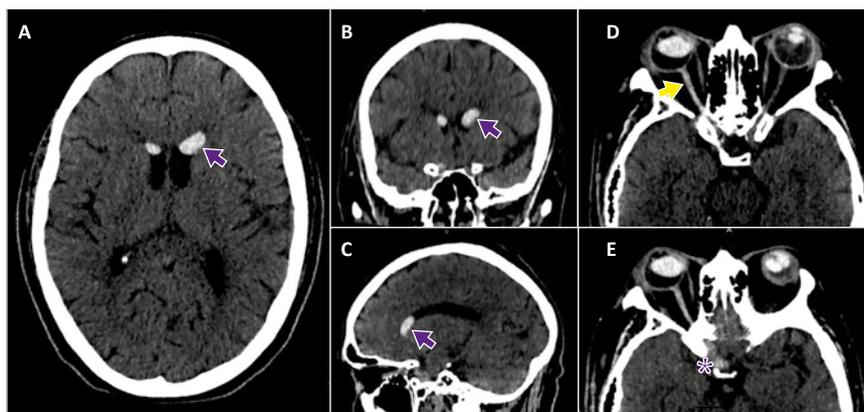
Evaluación por tomografía cerebral sin contraste, demostrando lesión nodular de alta densidad (74UH) en astas frontales de ventrículos laterales e hiperdensidad del nervio óptico (80UH) y región paraselar derecha. Corte axial (A), Corte coronal (B), Corte sagital (C), reconstrucción oblicua del trayecto del nervio óptico derecho (flecha amarilla) con hiperdensidad del mismo (D) y reconstrucción oblicua del trayecto de sustancia de contraste (asterisco) a región basal paraselar derecha (E).
